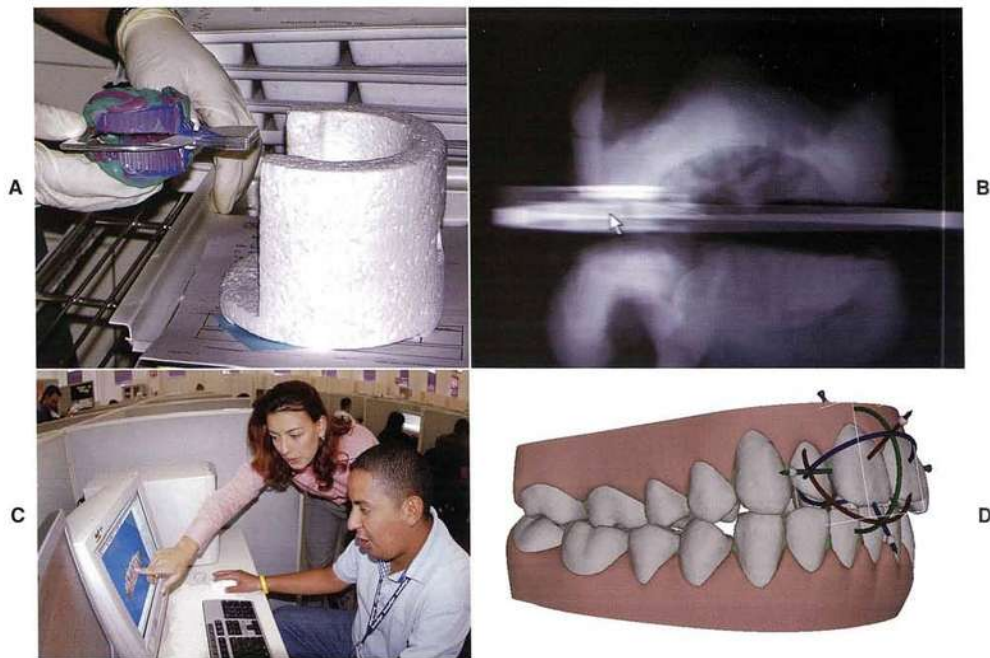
A, El primer paso para fabricar una serie de niveladores utilizando la tecnología informática Invisalign es un escaneado de TC de las impresiones enviadas por el doctor. Las impresiones se colocan en un contenedor antes de ser escaneadas con la TC. B, Esto produce una imagen digital tridimensional exacta que se transmite a unas instalaciones tecnológicas que están formadas por completo por estaciones informáticas de trabajo. C, En esta imagen, el técnico que está sentado está consultando con uno de los asesores ortodóncicos a medida que van apareciendo en la pantalla del ordenador las arcadas dentales digitales. D, Utilizando el software de la compañía se puede crear y programar a voluntad el movimiento virtual de los dientes en las tres direcciones del espacio.
